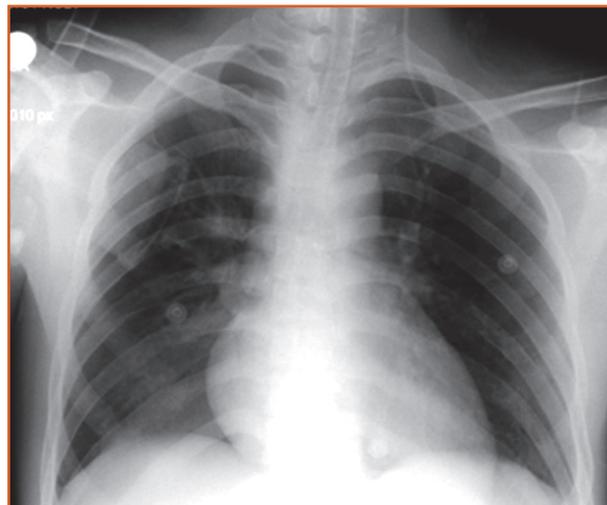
Radiografía de tórax portátil del paciente, donde se visualiza un paciente tuvo endotraqueal, un catéter venoso central sin signos de neumotórax.
